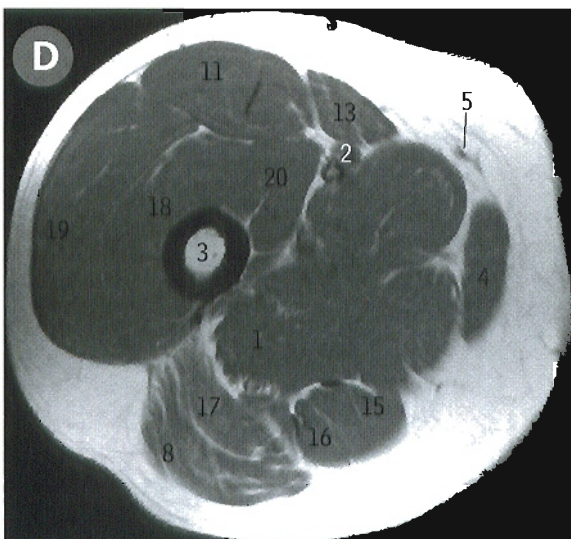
Imagen axial de RM del muslo
